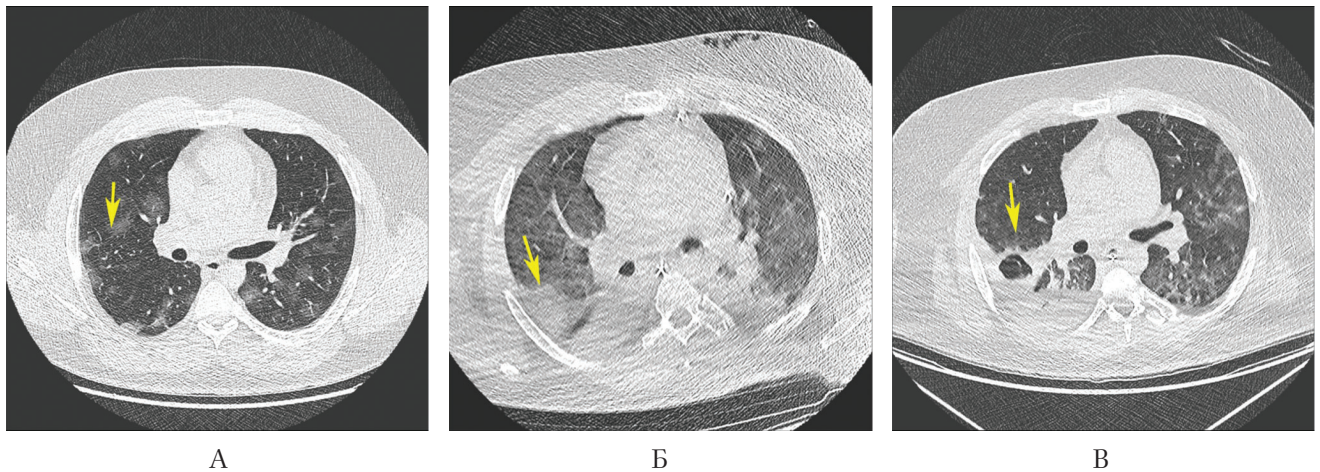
КТ ОГК больного X. в динамике, аксиальные реконструкции в легочном окне. Объяснения в тексте
